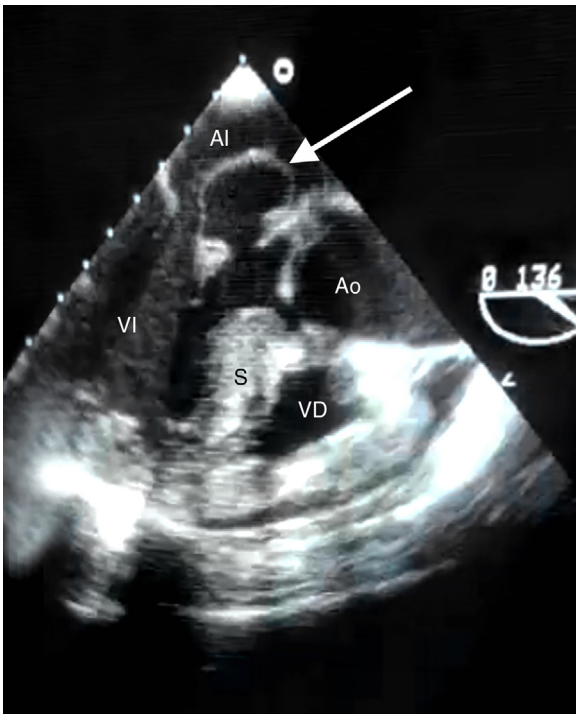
Plano de 3 cámaras en ecocardiograma transesofágico mostrando el aneurisma mitral (flecha).
